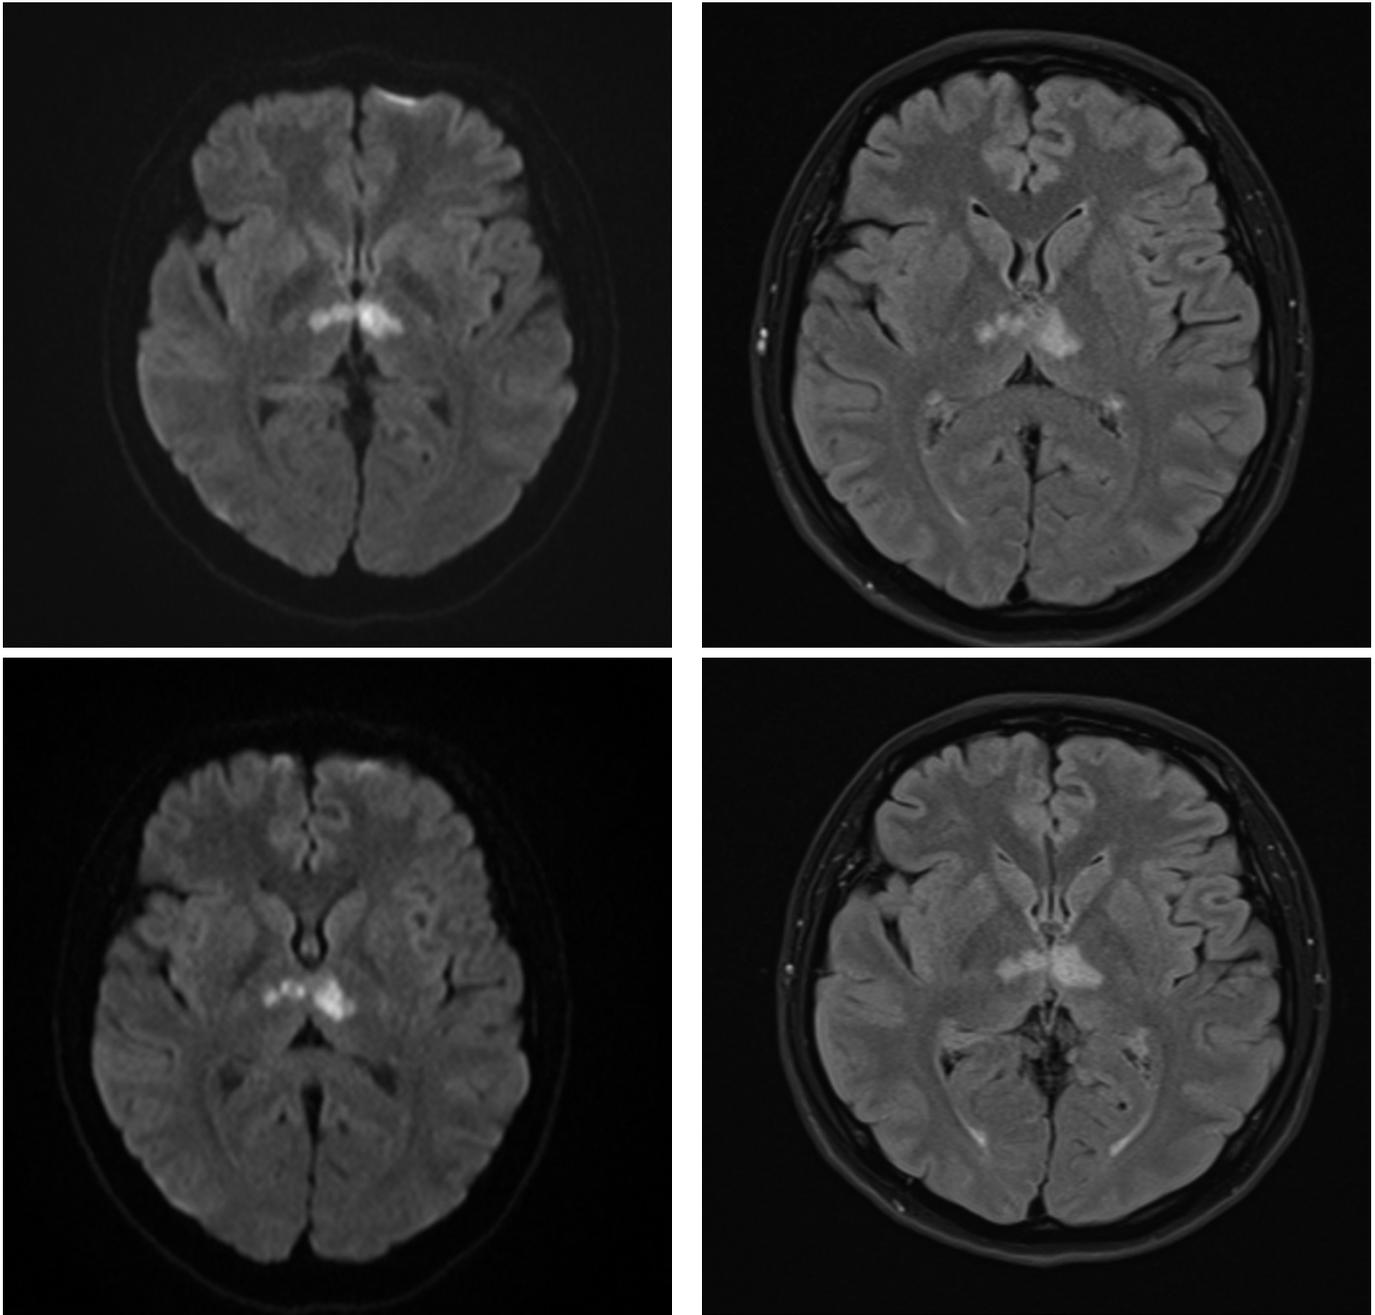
МРТ головного мозга, режим DWI (на снимках лакунарные инфаркты – острая ишемия в парамедиальных отделах таламуса с двух сторон – бабочковый (баттерфляй) инсульт)
